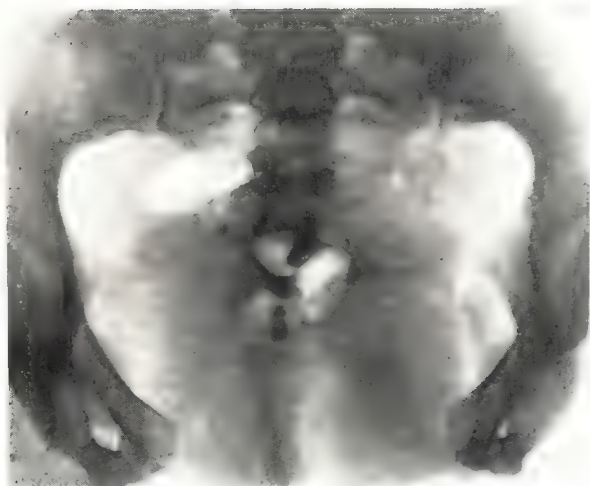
Рентгенограмма. Типичное расхождение лобкового симфиза при экстрофии мочевого пузыря.
